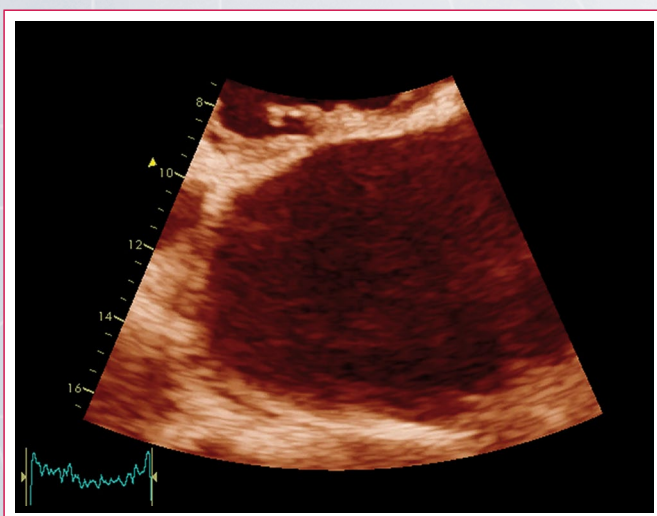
Ecocardiografía transtorácica con imagen estática. Obsérvese las dimensiones del dispositivo libre en aurícula izquierda
